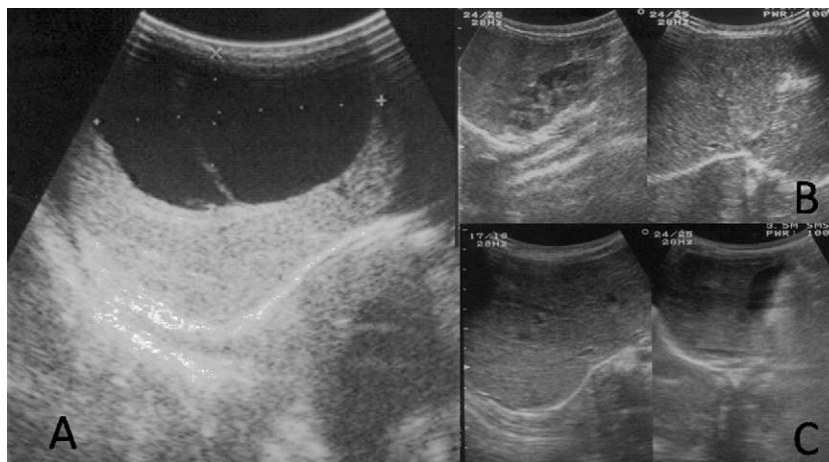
Secuencia de ecografías realizada: A) Segundo día de vida (D2), lesión quística (70 × 36 mm) en el lóbulo hepático derecho. B) 2 meses (D60), lesión quística residual (3 mm). C) 3,5 meses, resolución de la lesión quística.
